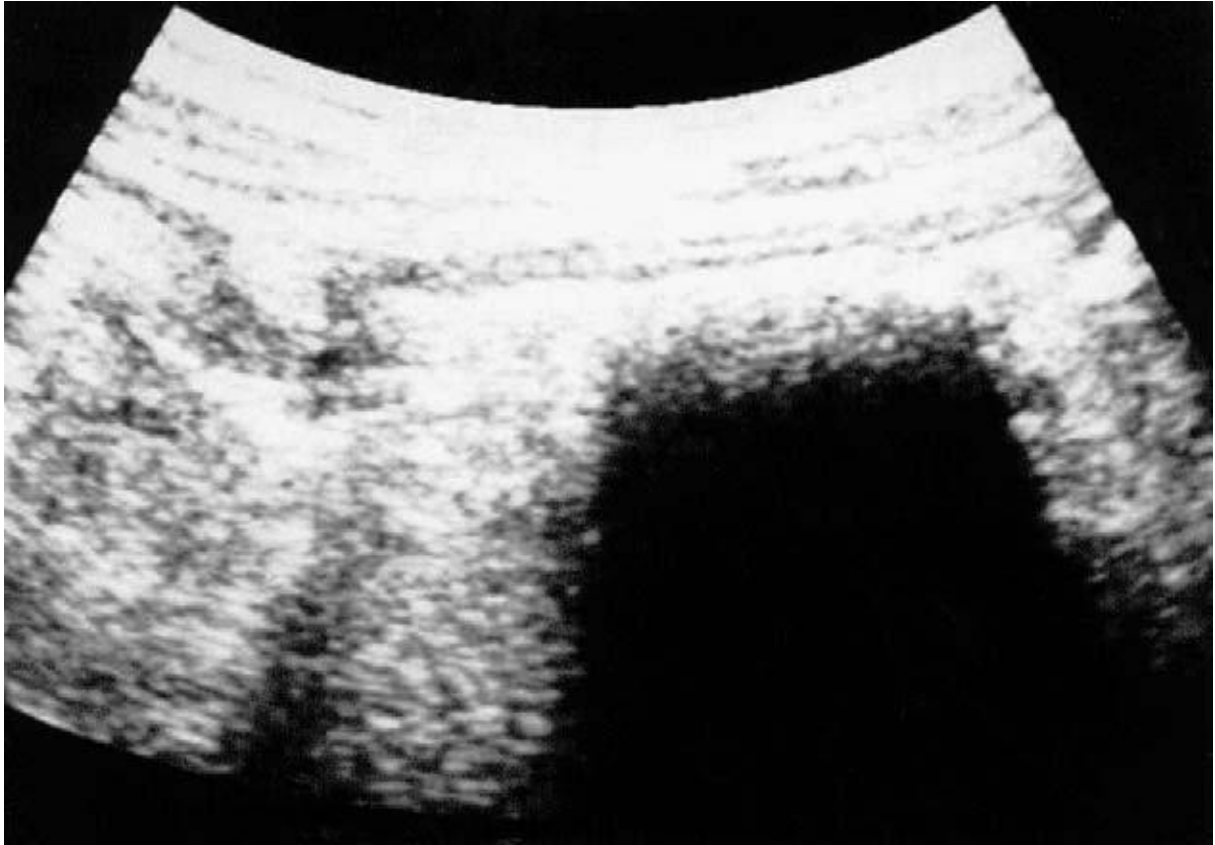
Échographie abdominale montrant une masse gastrique hyperéchogène avec un cône d'ombre postérieur (20).
